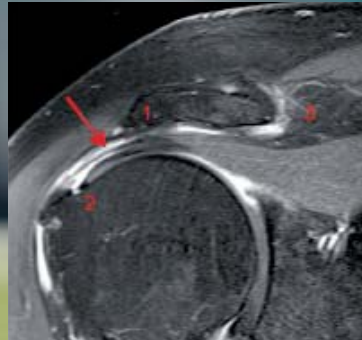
MR-tomografische Hinweise auf einen mechanischen Konflikt im Subakromialraum bei o.g. Patienten: akromiale Spornbildung (1), ansatznahe Läsion der Supraspinatussehne (2), hypertrophe Arthrose des ACG (3), Flüssigkeitsnachweis in der Bursa subacromialis (Pfeil)
